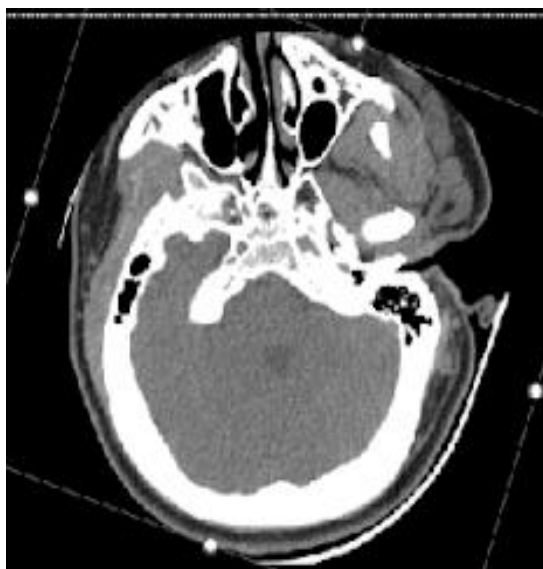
Tomografía cerebral, corte axial, sin datos de calcificaciones características de hipoparatiroidismo.
